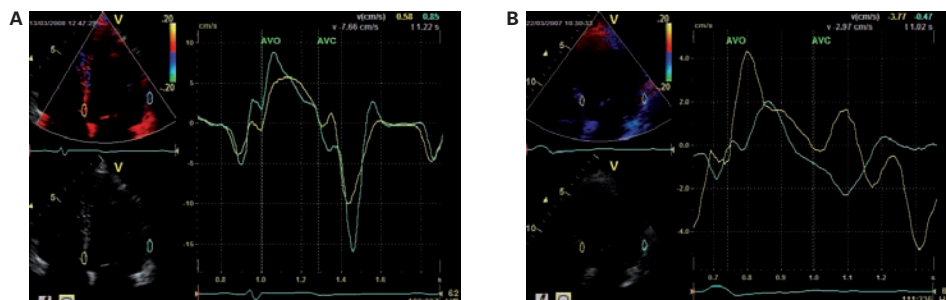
Análisis mediante Doppler tisular del movimiento de las paredes del VI:
